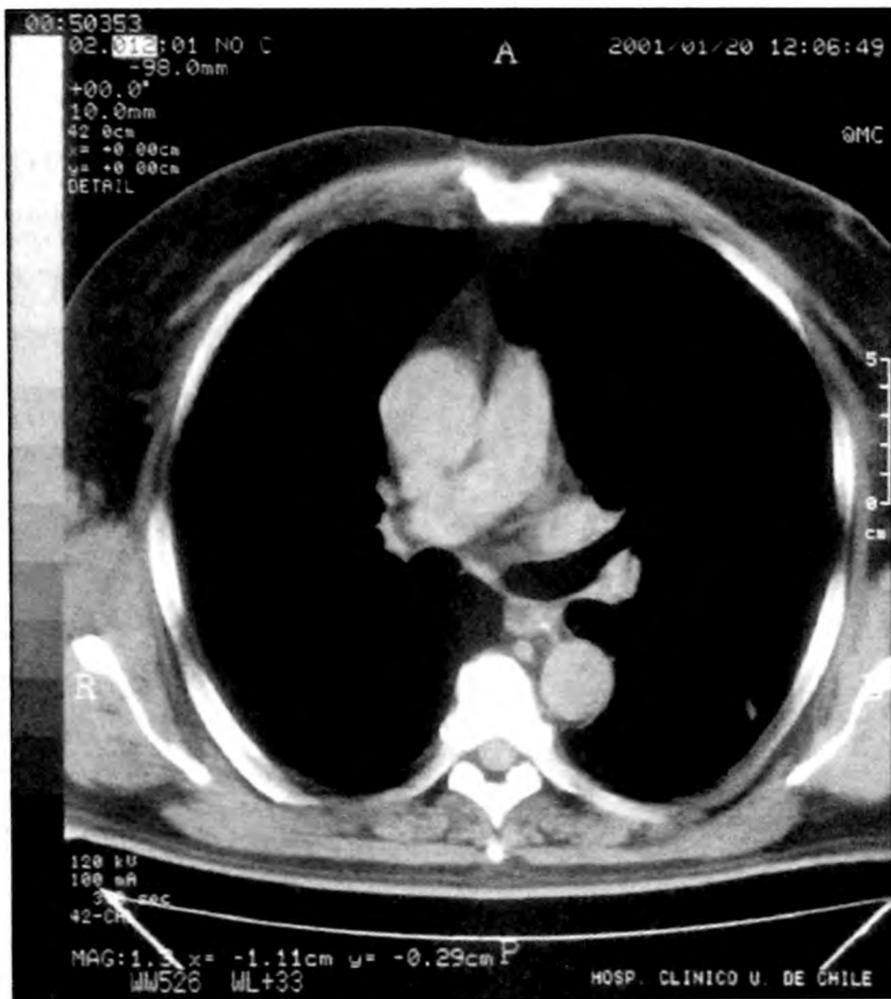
Radiografía de tórax (20/01/01).
